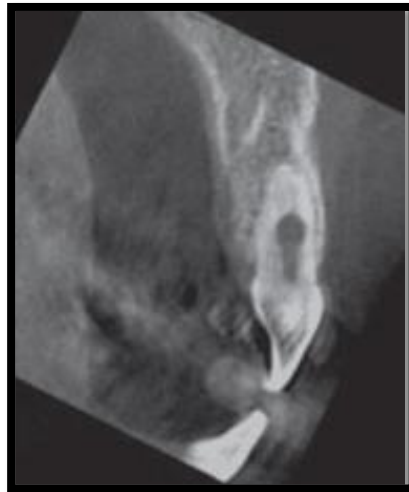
Plano sagital de una CBCT.
